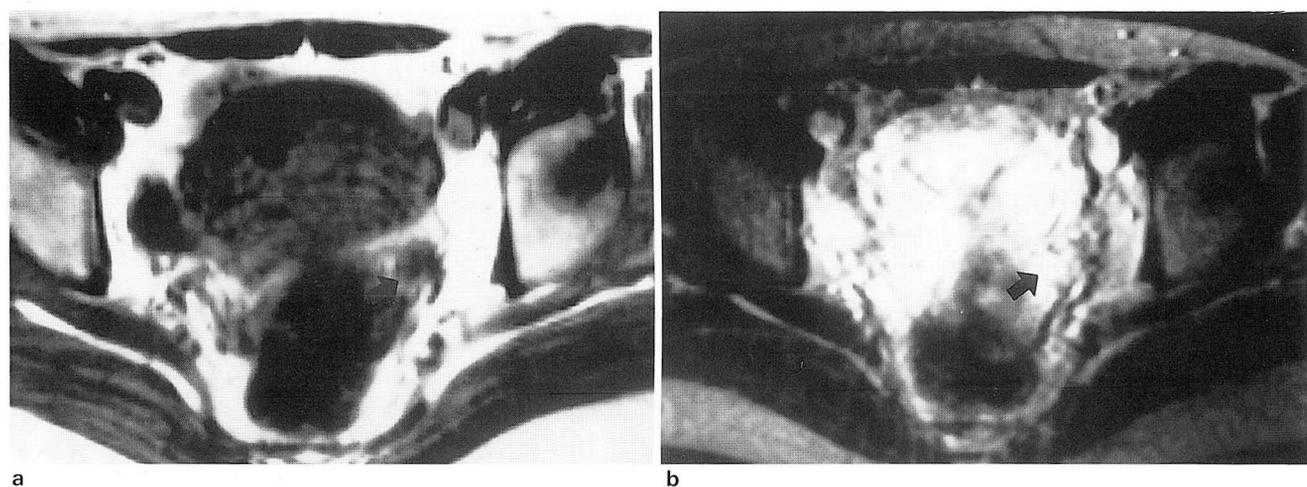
MR images reveal a 1cm-sized round lesion(arrows) isointense to muscle on T1-weighted axial image(a) and hyperintense on T2-weighted image(b).
